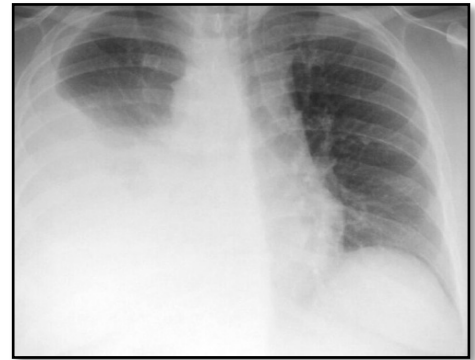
radiographie thoracique montrant un épanchement pleural liquidien
